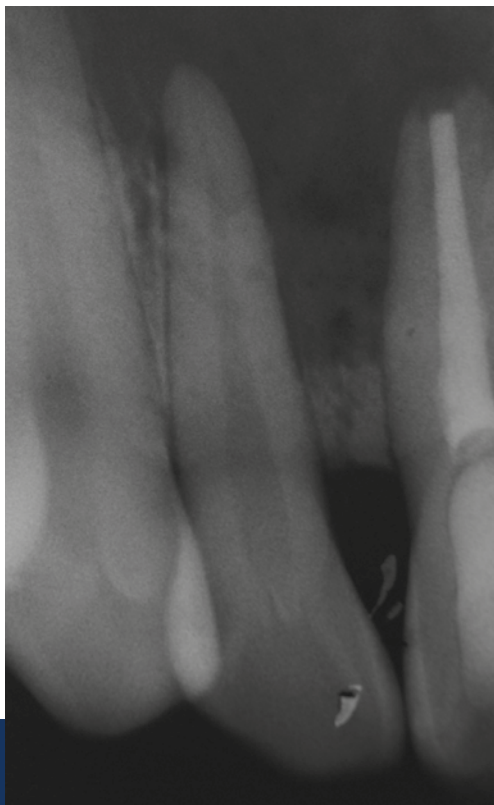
Radiografia periapical apresentando aspecto radiotransparente entre os incisivos central e lateral superiores direito.
